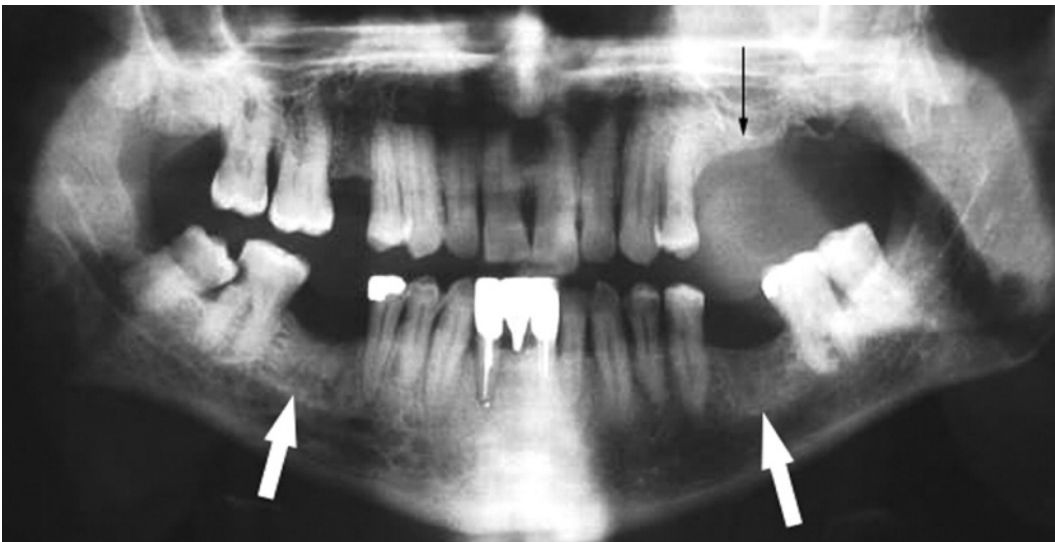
Radiografía panorámica se aprecia lesión expansiva, de densidad mixta y límites netos, con halo radiolúcido y corticalizado. Fuente: Reyes V. Diagnóstico diferencial de la osteítis condensante. Grupo Percano.
